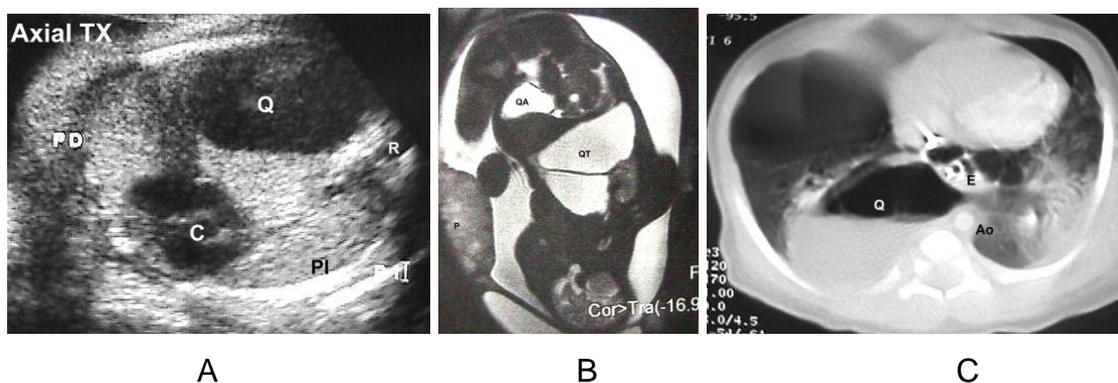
CPAM Tipo1, macroquística localizada en el lóbulo inferior izquierdo. A) Ecografía Prenatal (20ªsemana) (Q: macroquiste), B) Radiografía de tórax en el neonato (Q: quiste), C) TAC de tórax (Q: quiste).
